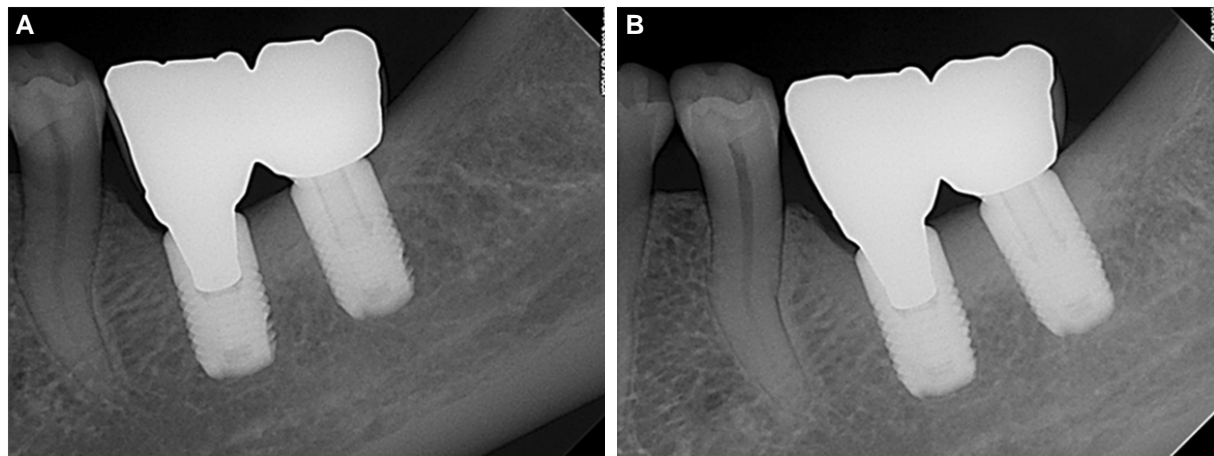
Periapical radiographic view of 2-unit SCP on #36-37 area (#36-screw type unit, #37-cement type unit); (A) initial view, (B) postoperative view (38 months after delivery).
